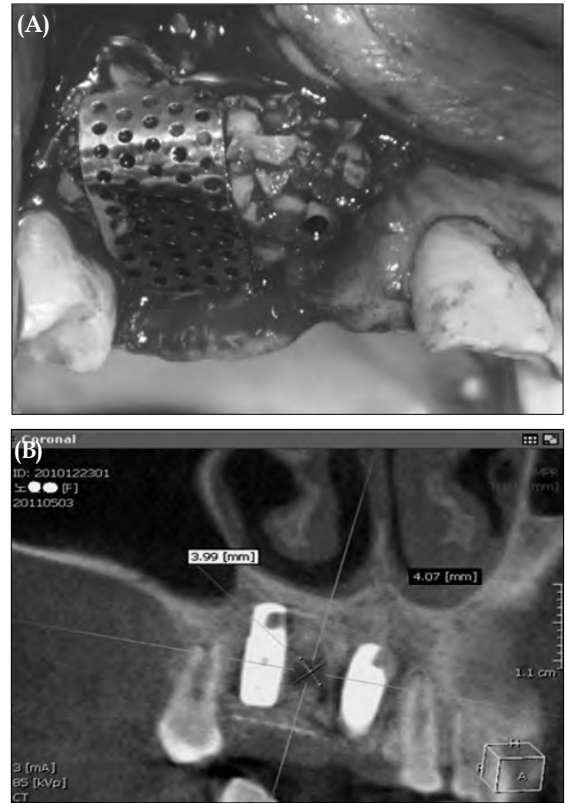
Implants were placed with onlay bonegraft. (A) Clinical view. (B) Computed tomographic image. Bone biopsy site was observed.
